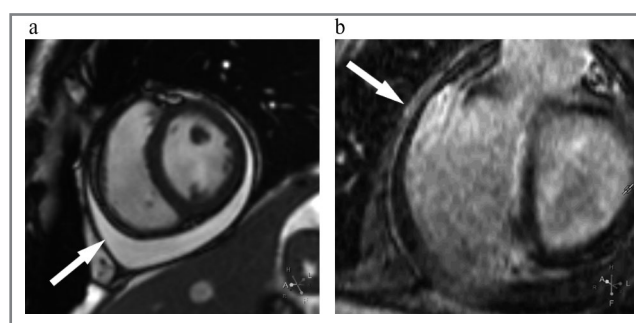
Результаты МРТ пациента К.: а – кино-МРТ, короткая ось ЛЖ, определяется скопление жидкости между листками перикарда; б – отсроченное контрастирование, короткая ось ЛЖ. Стрелка указывает на контрастирование листка перикарда вдоль базального сегмента свободной стенки ПЖ.
